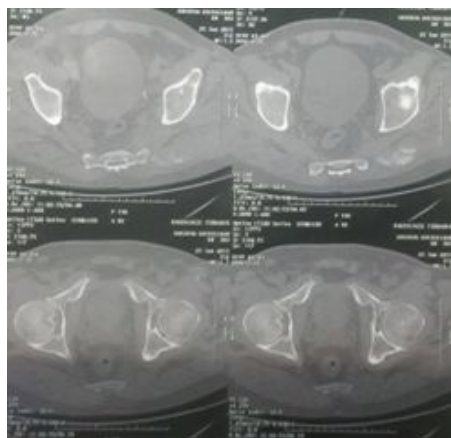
aspect TDM d'abcès partiellement ossifié du muscle Psoas iliaque
